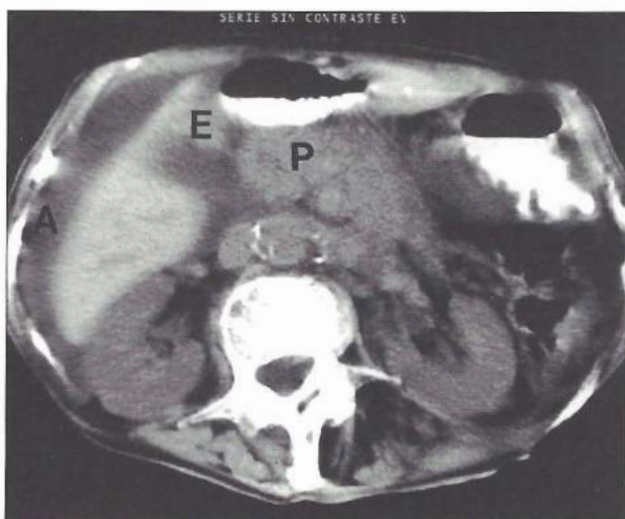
TC de abdomen sin y con contraste. Cortes panorámicos a nivel pancreático. (Ver explicación en el texto).
